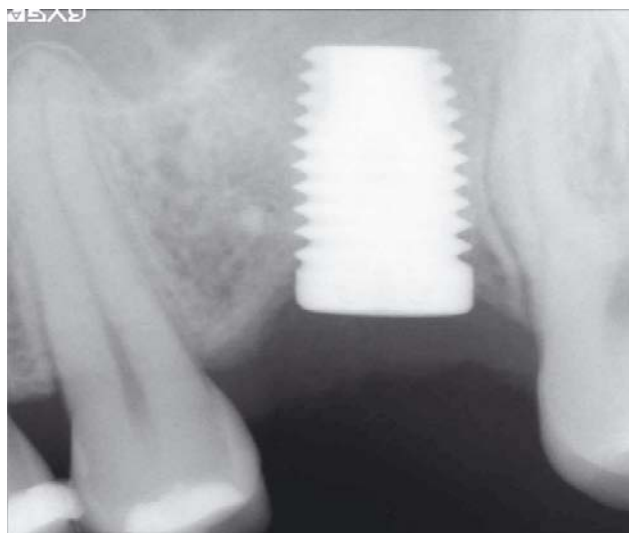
Radiographie rétro-alvéolaire après mise en place de l'implant.
